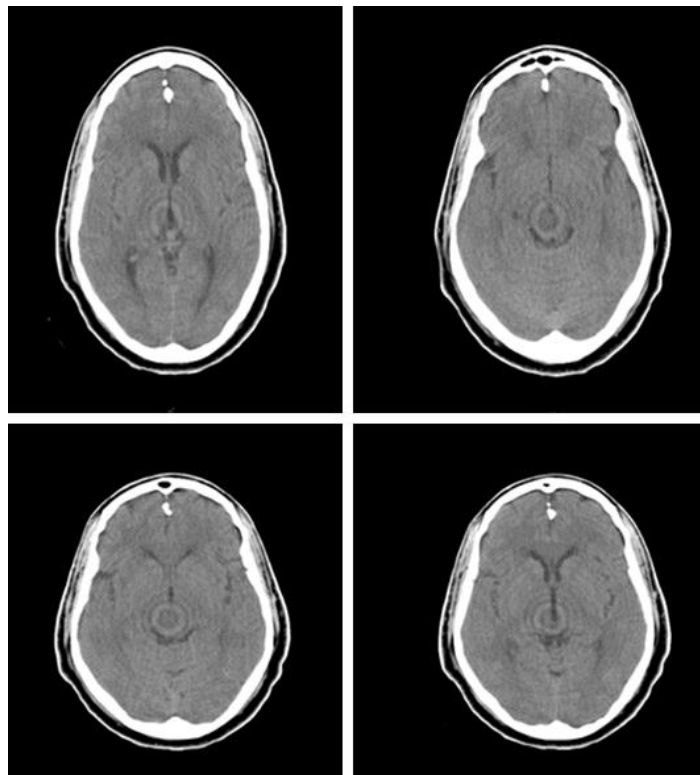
TAC craneal simple evolutiva (48 h) que muestra la resolución del NE con terapéutica conservadora.
